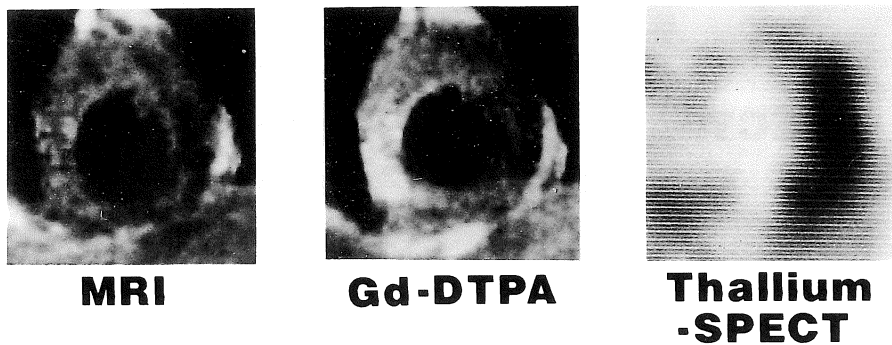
Gd-DTPA contrast enhancement vs thallium SPECT in case 3.
